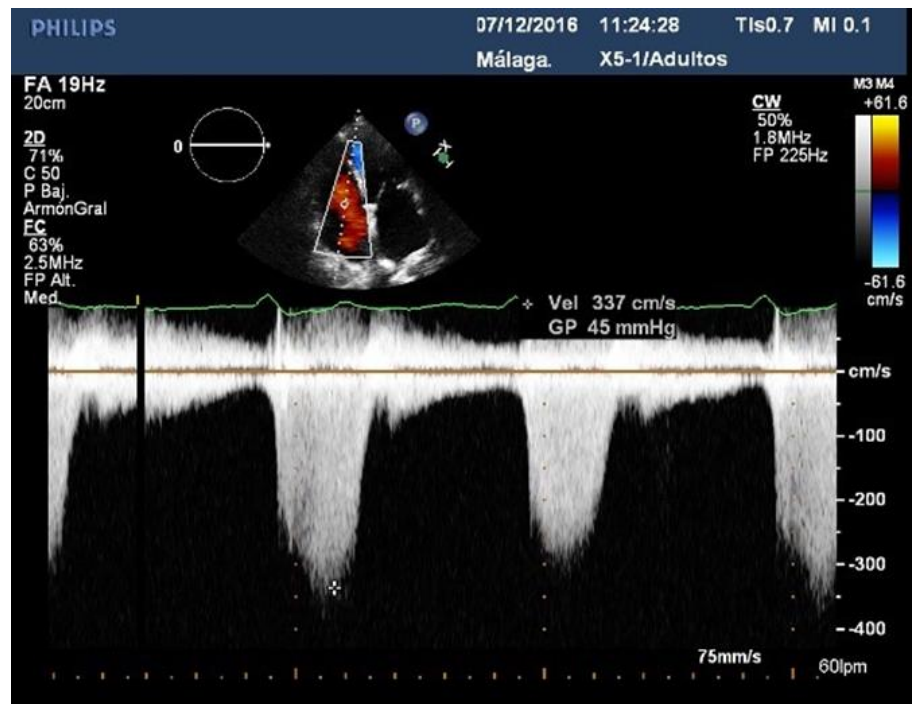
Registro Doppler de onda continua de chorro de insuficiencia tricúspide, con un gradiente sistólico máximo entre el ventrículo derecho y la aurícula derecha de 45 mmHg.
